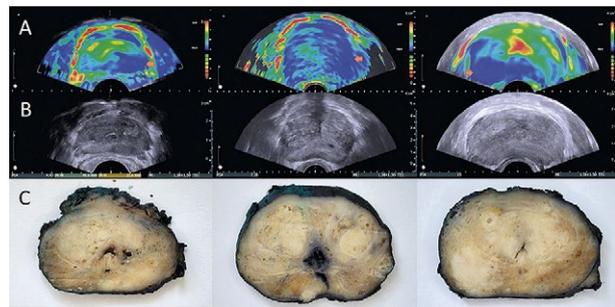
(A) Elastographic images, (B) transrectal ultrasonography of the prostate glands before the surgical treatment compared with (C) macroscopic image of the prostate gland after radical prostatectomy. The arrows mark suspected lesions (increased stiffness; blue range of colors) in which the cancer was confirmed by pathology examination after surgery. Clearly visible changes in elastography correspond to a certain extent to subtle hypoechogenic changes in ultrasonography and even to macroscopic changes in the macroscopic prostate section image.
